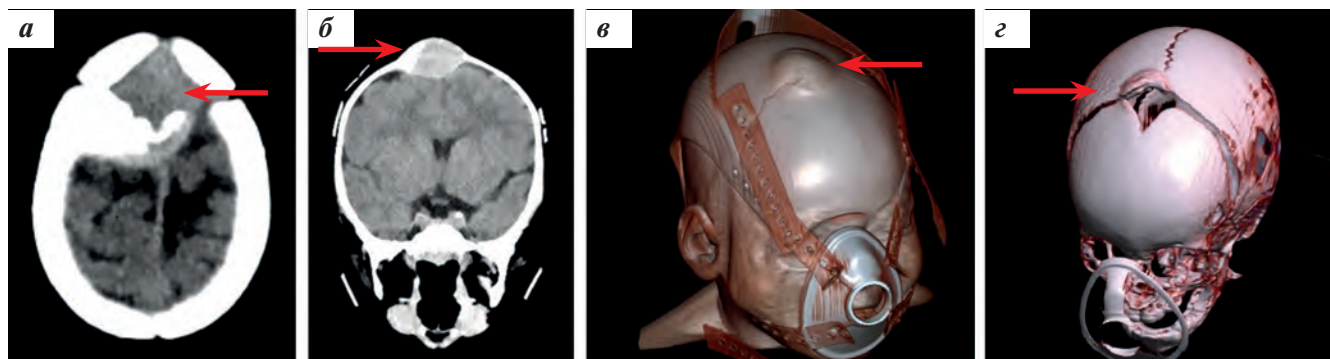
КТ головного мозга: а — аксиальный срез, визуализируется «костное окно»; б — «мягкотканное окно», реконструкция в корональной плоскости; в, г — 3D-реконструкция
